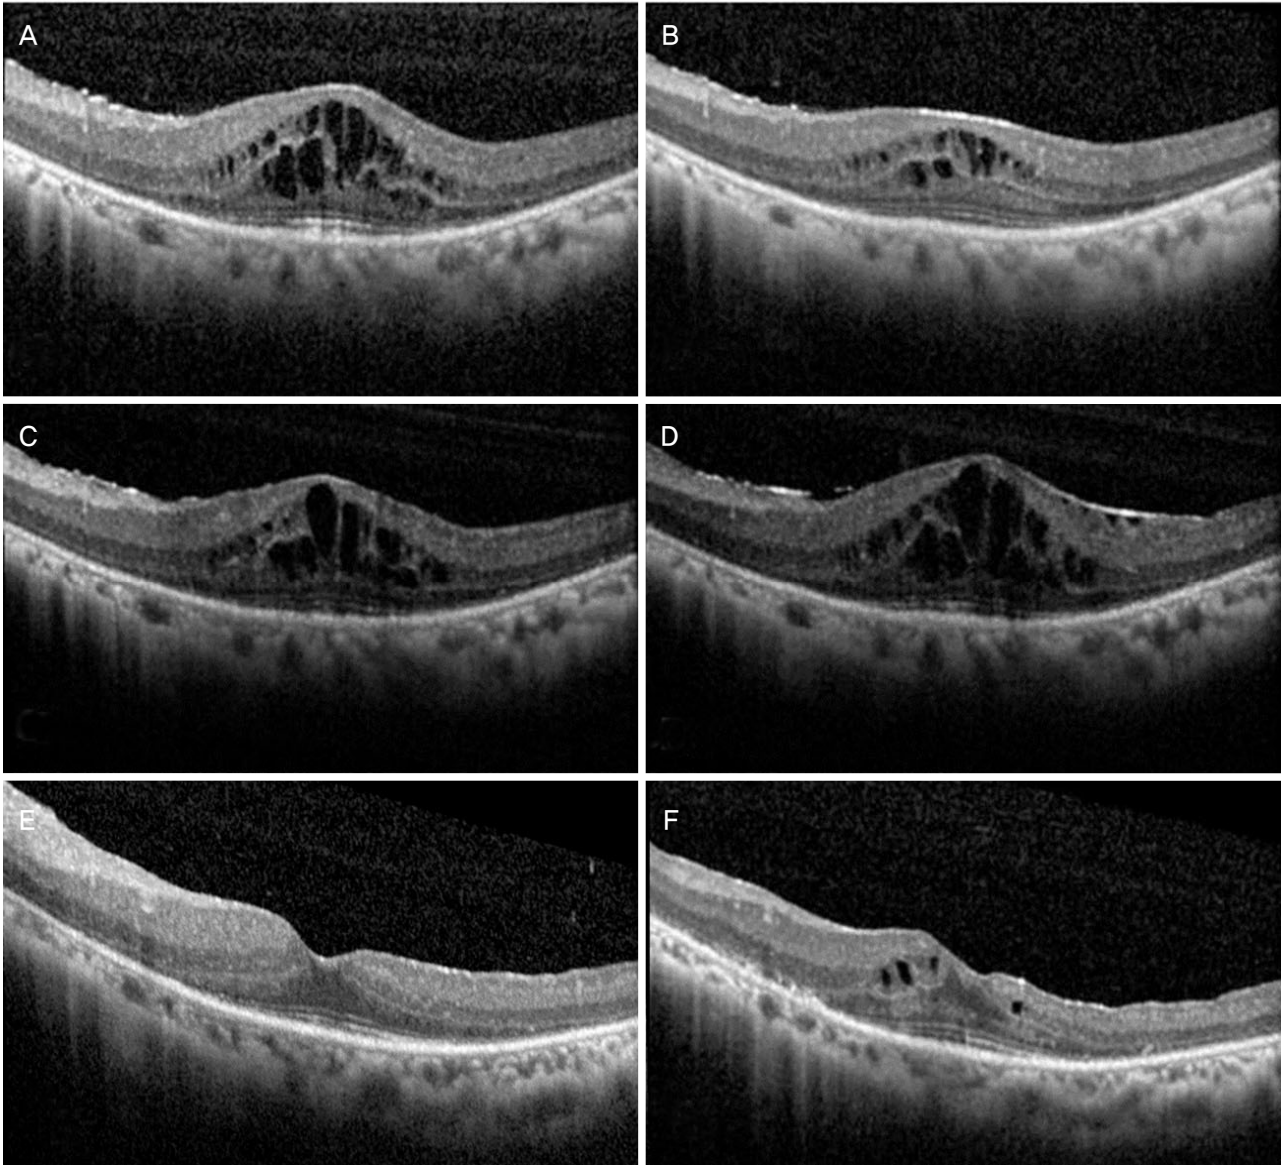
Optical coherence tomography. (A) 1 month after aflibercept injection. (B) 1 month after dexamethasone implant injection. (C) Revisitation due to visual loss. (D) 2 months after bevacizumab and triamcinolone injection. (E) 3 days after pars plana vitrectomy. (F) 1 year after pars plana vitrectomy.
